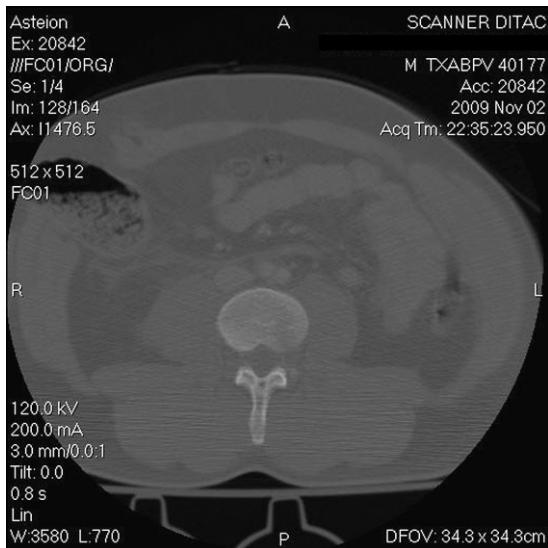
TAC de abdomen, a derecha la lesión.
